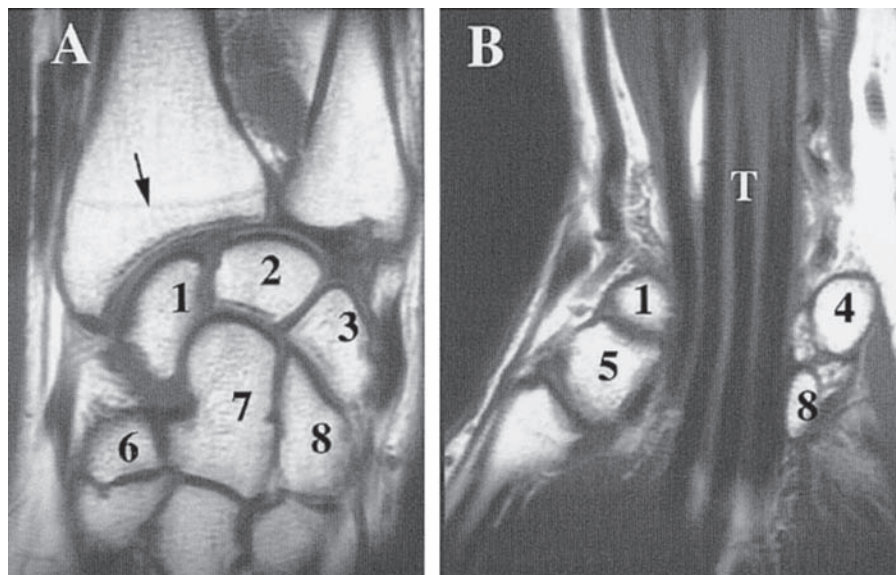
RM coronal de la muñeca. A) Nivel de las articulaciones carpianas. B) Nivel del túnel carpiano donde se observa el paso de los tendones flexores (T). Escafoides (1), semilunar (2), piramidal (3), pisiforme (4), trapecio (5), trapecoide (6), hueso grande (7), hueso ganchoso (8). La flecha señala la línea epifisaria del radio.
